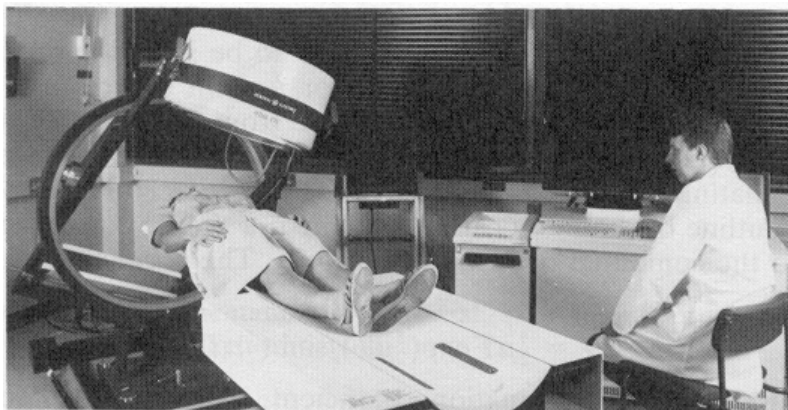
Fotografia de uma câmara gama utilizada em Tomografia de Emissão de Fóton Único (SPECT) (adapt. S. Webb, 1998).
